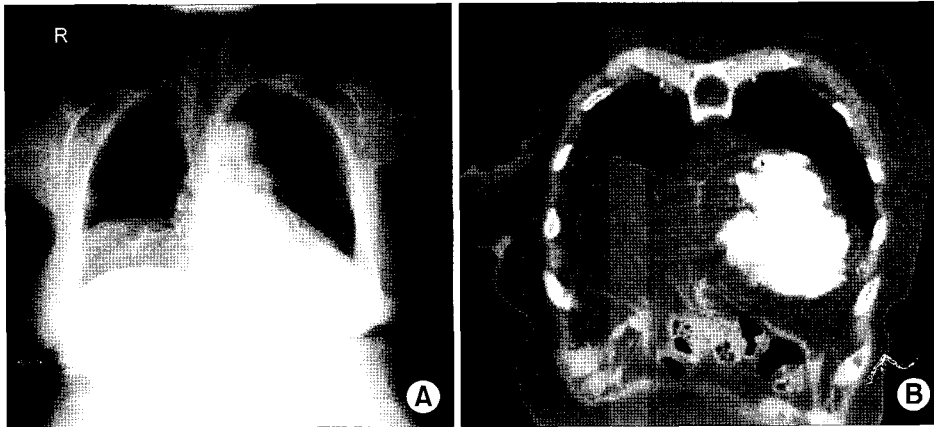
(A) Preoperative simple chest x-ray shows fat density materials in right thoracic cavity. (B) Preoperative chest CT shows discontinuous right diaphragm at medial portion and continuous abdominal fat fad through diaphragm into right thoracic cavity.
